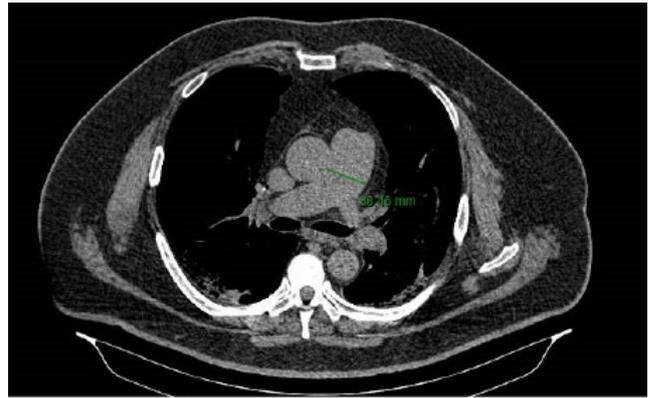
Tomografia computadorizada de tórax de paciente com síndrome de obesidade-hipoventilação, mostrando o grande volume de tecido celular subcutâneo pressionando o parênquima pulmonar e a consequente restrição ventilatória, além da presença de ectasia de artéria pulmonar, sinal indireto da presença de hipertensão pulmonar.
